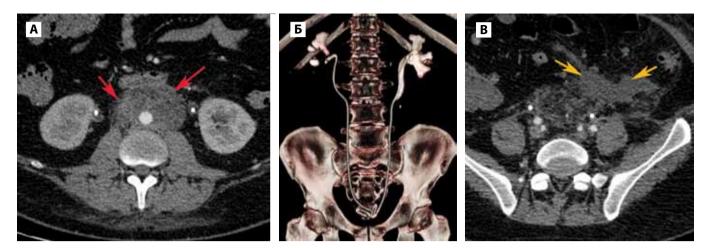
КТ-сканы от 10.04.2017 г. А – аксиальный КТ-срез. Толщина патологических масс вокруг брюшной аорты еще больше, массы с жидкостными участками; Б – 3D-изображение. Стенты внутреннего дренирования с двух сторон. Лоханки почек дилятированы в меньшей степени; В – аксиальный КТ-скан. На месте гематомы определяется небольшое жидкостное скопление в забрюшинной жировой клетчатке (отмечено стрелками).
